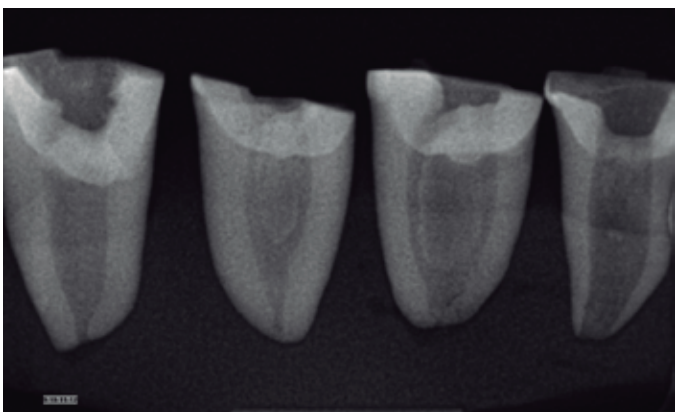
Radiografia inicial realizada no sentido proximal.
